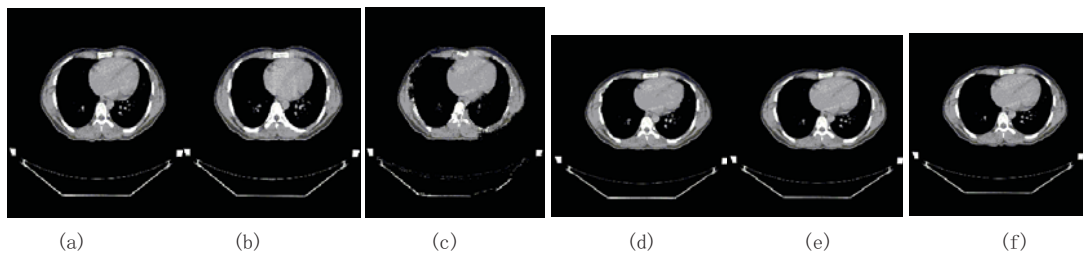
两幅CT图像的配准，不同 λ 的不同配准结果
